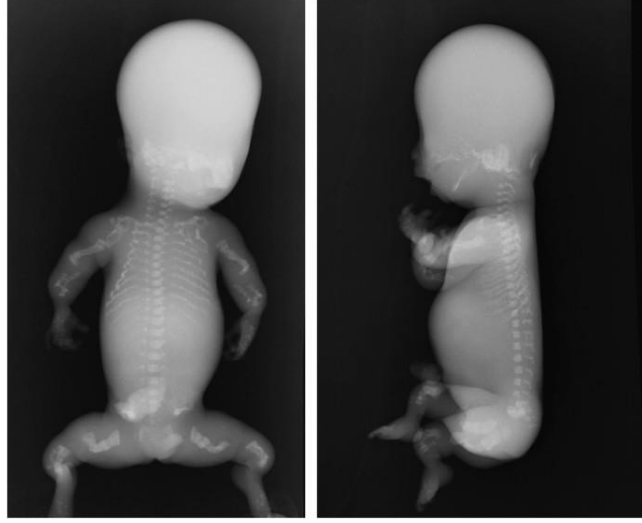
Oİ tip IIB radyoloji görüntüsü (https://www.researchgate.net/figure/0-1-type-IIB-case-4-23-wk-Radiograph-showing-the-wavy-ribs-without-beading-and-the_fig2_20105196).
